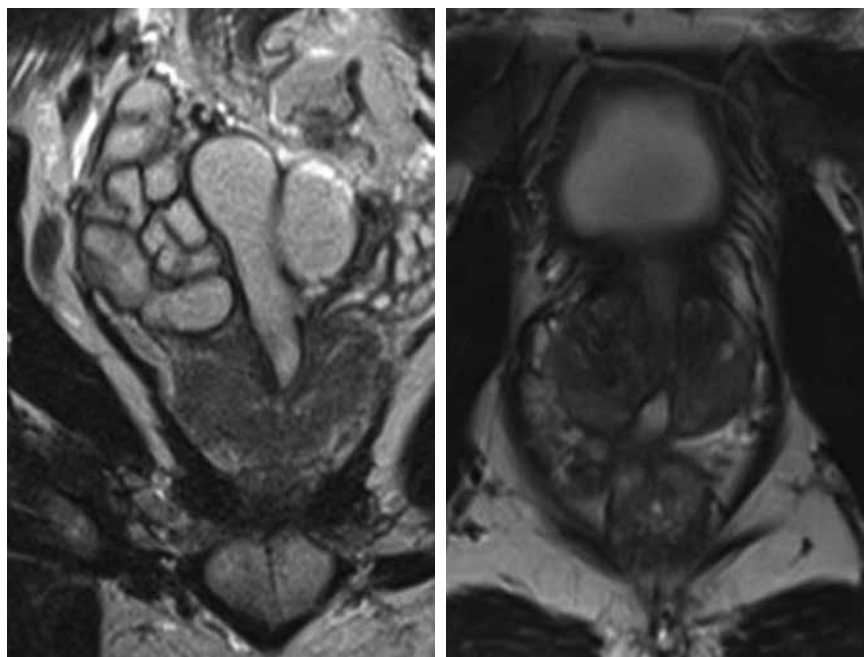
МР-томограмма T2-ВИ, корональная плоскость (слева). МР-томограмма T2-ВИ, аксиальная плоскость. На серии МР-томограмм в корональной и сагиттальной плоскостях имеется выраженное расширение семявыбрасывающего протока на всем протяжении. Присутствует коническое («воронкообразное») сужение семявыносящего протока на уровне семенных бугорков (стрелка); интенсивность МР-сигнала от протока на этом уровне снижена за счет фиброзных изменений
